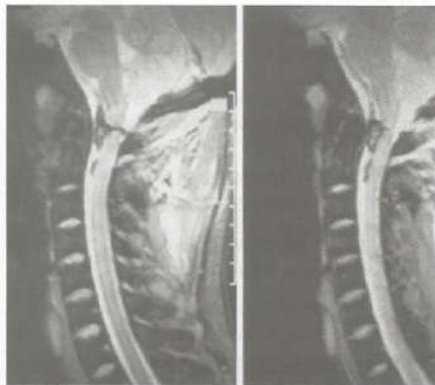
RM da coluna cervical demonstrando transecção medular no nível de C1-C2.
